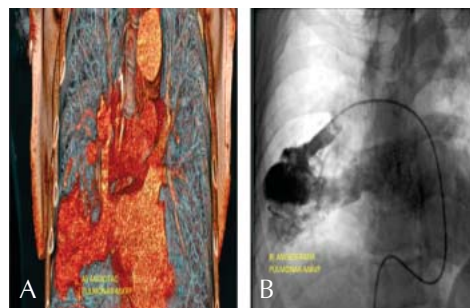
A) Angiotomografía pulmonar en donde se observa comunicación de vena pulmonar con arteria segmentaria media derecha. B) Angiografía pulmonar derecha en donde se confirma MAVP.
